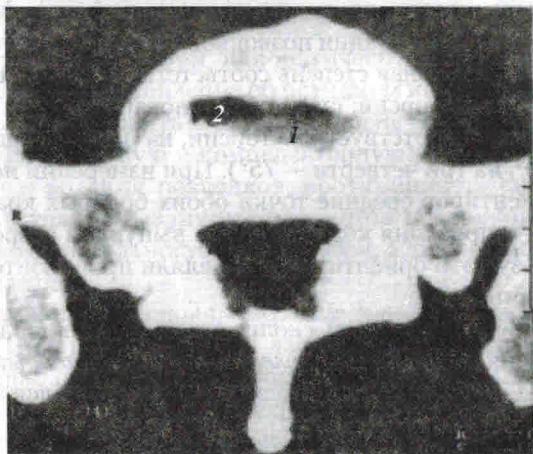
Компьютерная томограмма позвоночного сегмента $L_4 \sim S_1$ на уровне межпозвоночного диска: 1 — угол наклона гентри недостаточен для проведения сканирования в плоскости межпозвоночного диска, поэтому диск визуализируется частично; 2 — вакуум-феномен в диске
